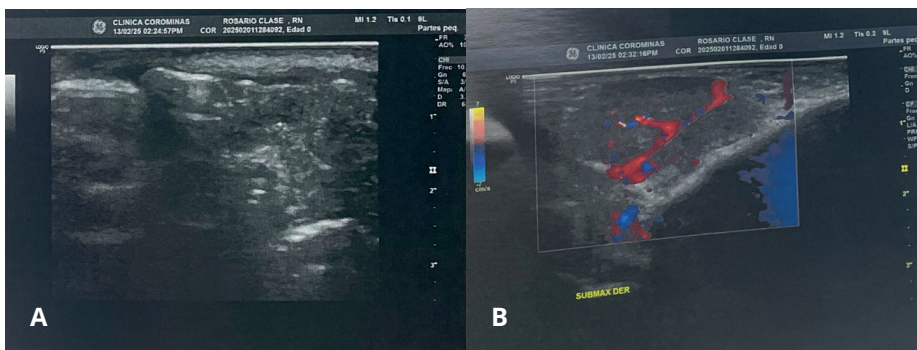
Ultrasonido de partes blandas a nivel de submaxilar derecho
